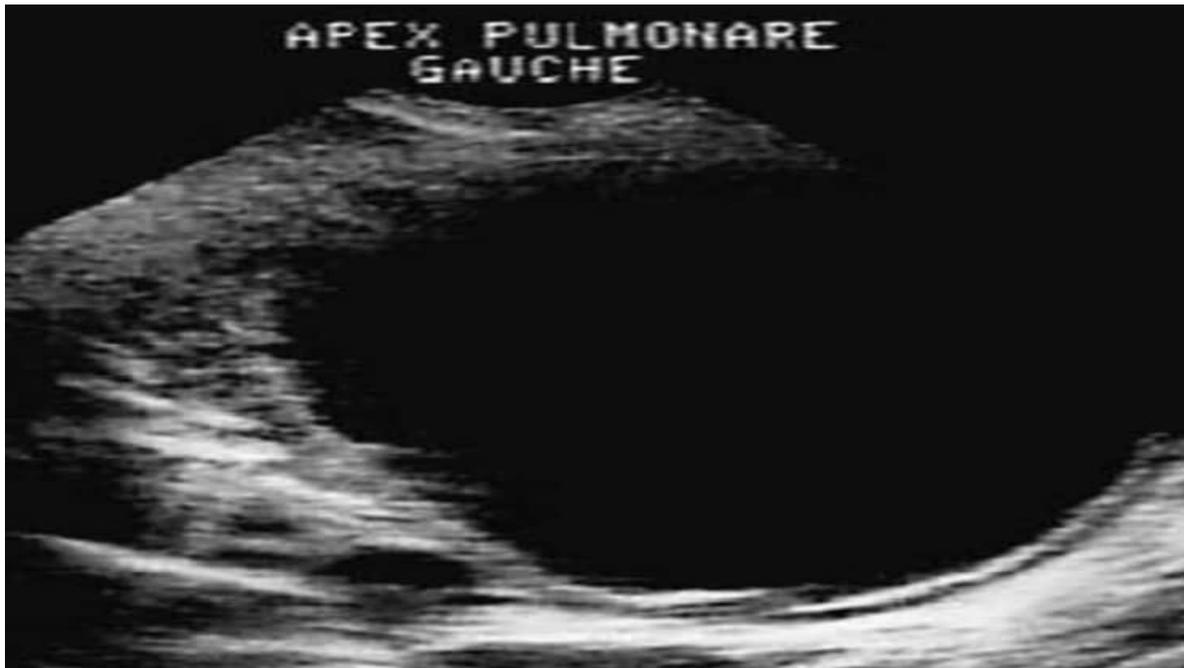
Échographie thoracique par voie sus-claviculaire. Kyste hydatique pulmonaire univésiculaire de l'apex pulmonaire gauche présentant un décollement membranaire.
